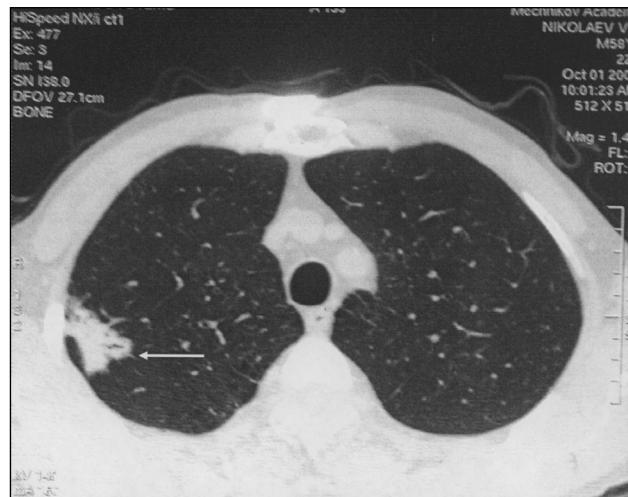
Компьютерная томография периферической тени верхней доли правого легкого (стрелка), расцениваемой до операции как туберкулез.
